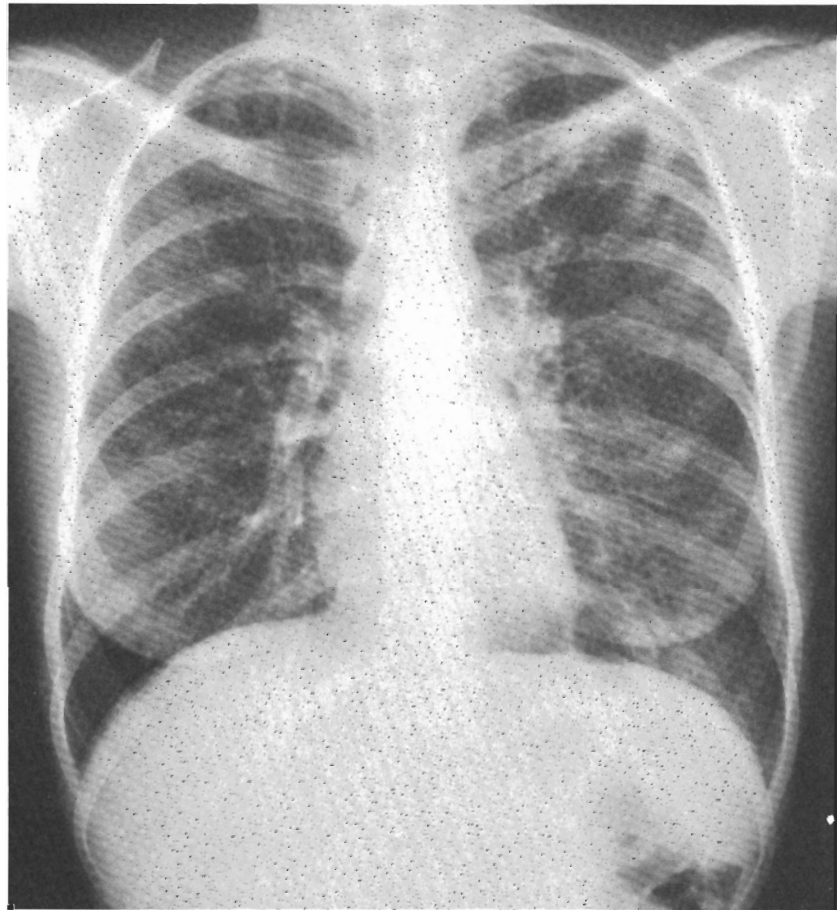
Thoraxröntgen bei NIP (Patient 7): bilaterale diffuse interstitielle, teils acinäre Infiltrate mit Betonung beider Oberlappen (Score 3).
